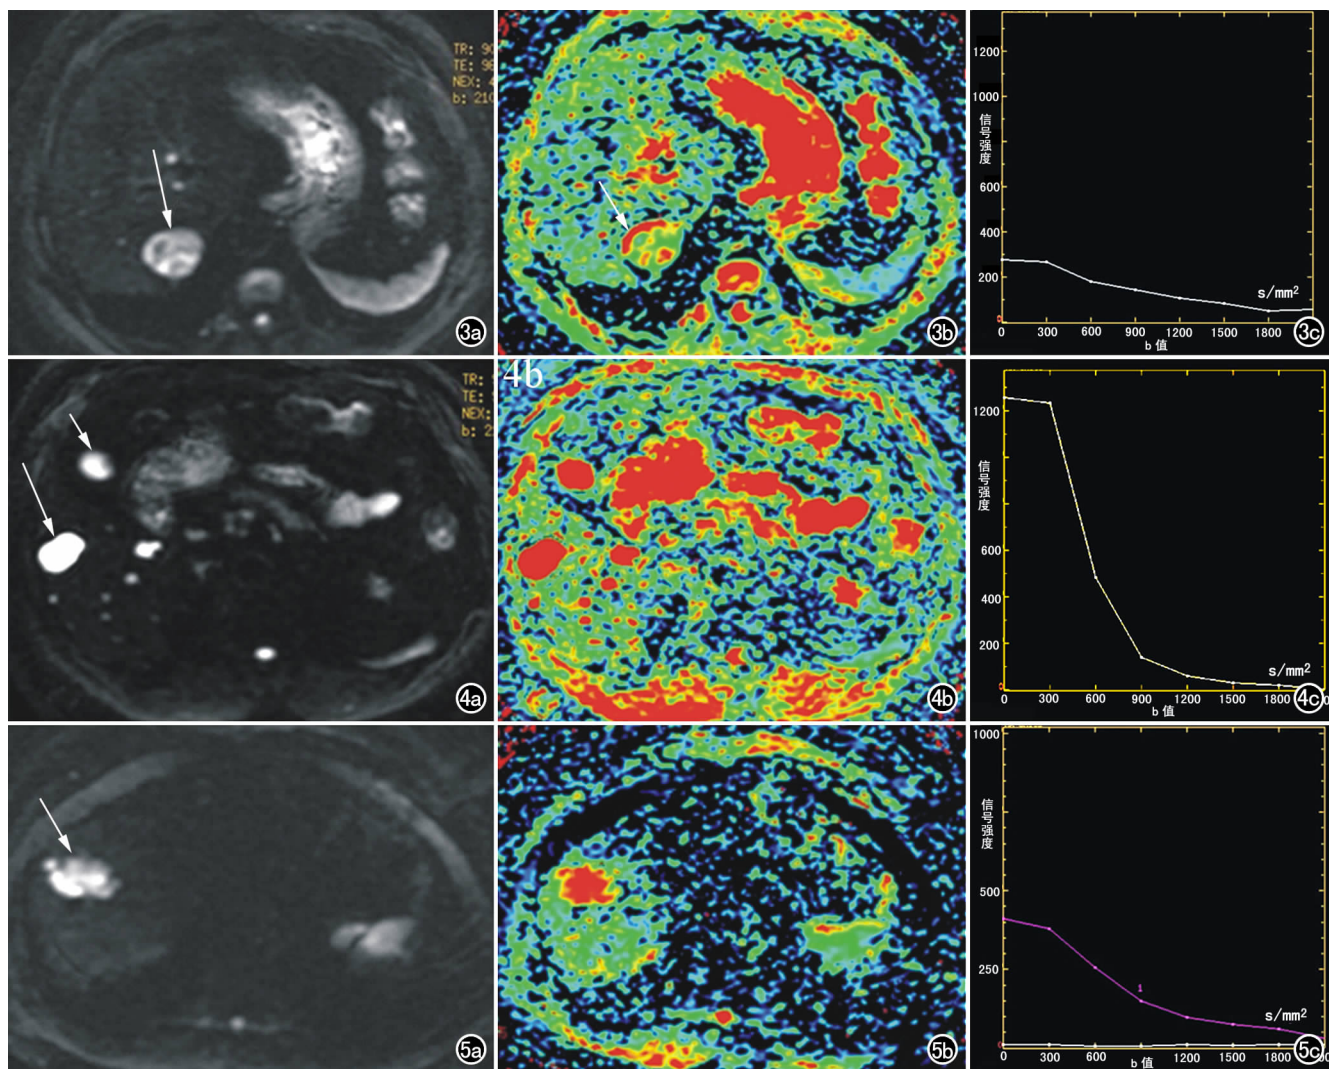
男, 52 岁, 肝右后叶肝癌(或转移瘤)。a) $b=0$ 时 DWI 原始图像示病灶呈类圆形稍高信号(箭); b) ADC 图示病灶主要呈绿色信号, 边缘及病灶内可见少许红色信号(箭); c) b 值-信号强度曲线呈较低水平, 波动较少。图 4 女, 42 岁, 肝右下叶肝囊肿。a) $b=0$ 时 DWI 原始图像示病灶呈椭圆形明显高信号(长箭), 与胆囊信号相同(短箭); b) ADC 图示病灶呈椭圆形红色信号, 亦与胆囊信号相同; c) b 值-信号强度曲线开始呈较高水平, 波动幅度很大。图 5 男, 50 岁, 肝顶血管瘤。a) $b=0$ 时 DWI 原始图像示病灶呈不规则形欠均匀高信号(箭); b) ADC 图示病灶呈不规则形红色信号, 边缘呈黄色; c) b 值-信号强度曲线开始呈较高水平, 波动幅度很大。
